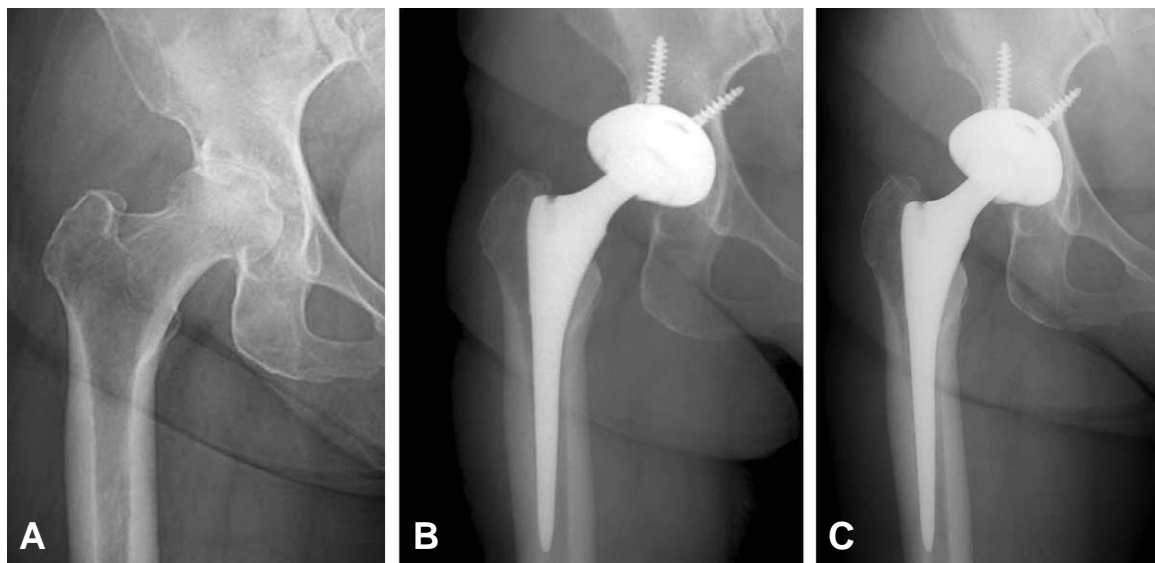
68-Years old female, patient was operated by ceramic-on-ceramic total hip arthroplasty using cementless stems due to degenerative osteoarthritis. (A) Preoperative, (B) postoperative 1-year follow-up and (C) last follow-up radiography was showed. Last follow up radiography was showed remodeling trabecula on proximal femur. But patient complained uncomfortable sense of right hip and pain of thigh on ambulation.
